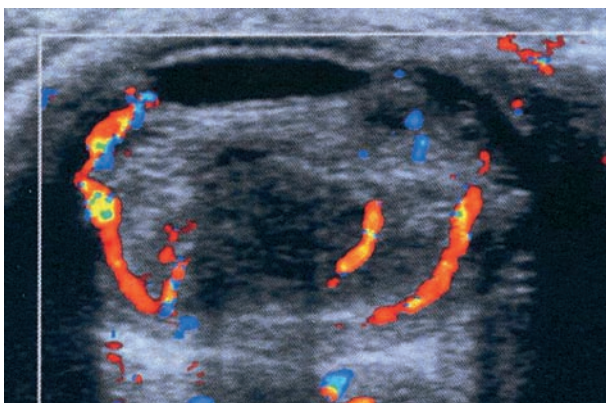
Phtyxe du globe oculaire. Échographie-Doppler en mode « couleur », coupe axiale.
